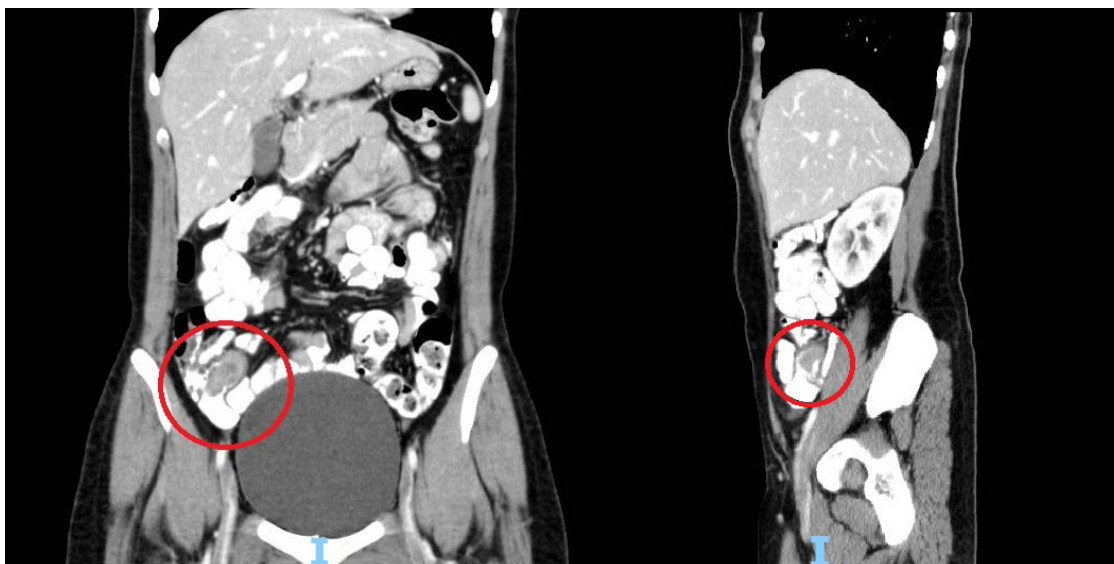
Tomografía computarizada de abdomen. A la izquierda, corte coronal con signo de doble halo e inflamación de las paredes del ciego sin poder identificar el apéndice. A la derecha, corte sagital donde se observa la invaginación parcial del apéndice hacia el ciego, que impide el ingreso del medio de contraste. Fuente: Elaboración propia de los autores.
